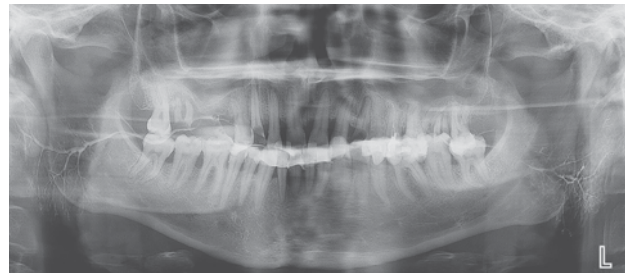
Ортопантомограмма здорового человека (норма).
